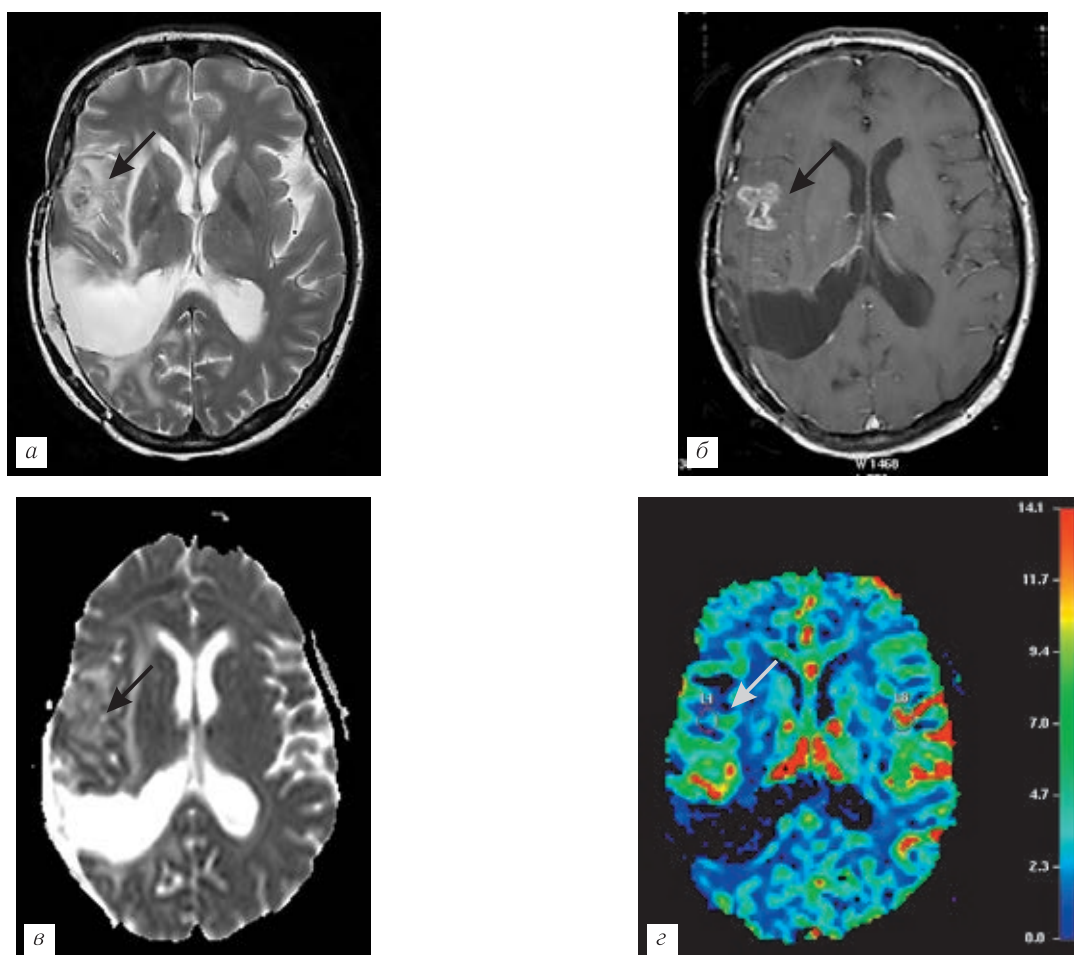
Пациентка Д., 47 лет, после комбинированного лечения анапластической олигодендроглиомы правой височной доли, 7 месяцев после окончания лучевой терапии. В оперкулярном отделе правой лобной доли, впереди от зоны операции, определяется зона неоднородно-измененного МР-сигнала (а, стрелка), которая интенсивно контрастируется по типу кольца с фестончатыми контурами (б, стрелка). На карте ИКД описанная зона патологических изменений демонстрирует повышенный МР-сигнал (ИКД=1158) (в, стрелка), а на картах перфузии — сниженный кровоток (г, стрелка). Диагноз: дистантное лучевое повреждение головного мозга. Истинно-отрицательный результат диффузионно-взвешенной МРТ, истинно-отрицательный результат T2* МР-перфузии.
